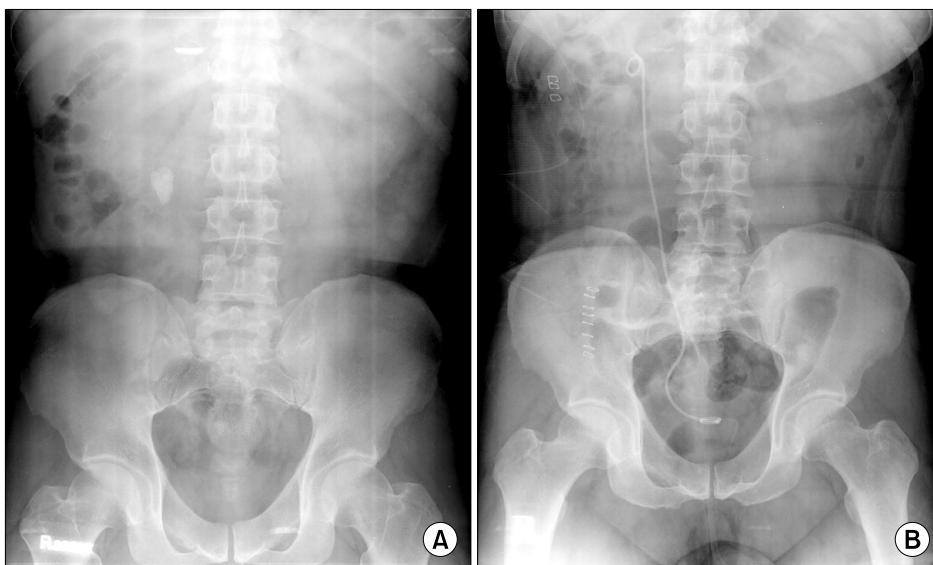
Patient with 28mm right-sided upper ureter stone. (A) Preoperative plain film. (B) Postoperative film showing no evidence of residual stone and stenting ureter catheter.
